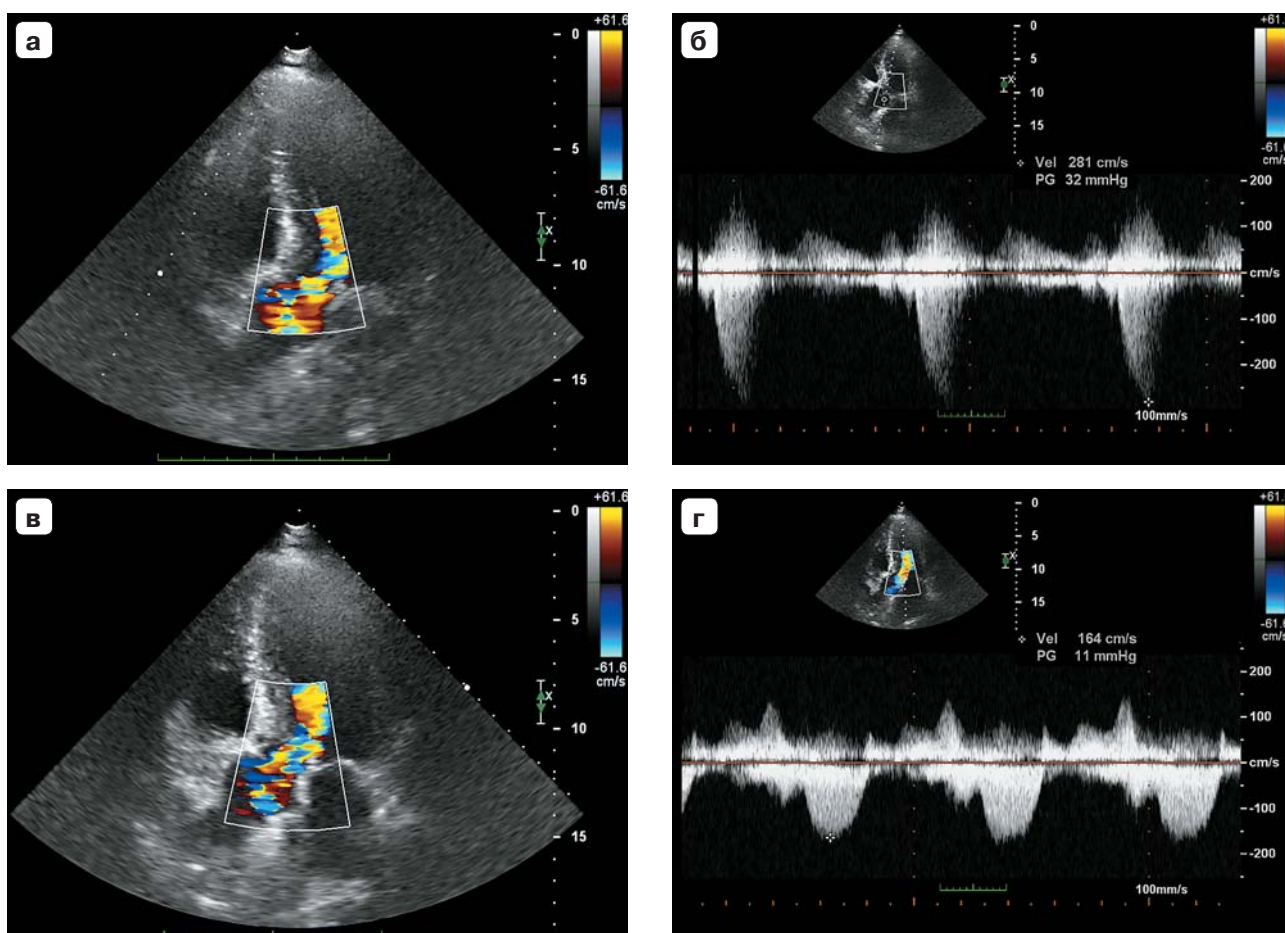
Эхокардиограмма через 1,5 мес (а, б) и 6 мес (в, г) после госпитализации. Апикальная пятикамерная позиция с цветовой доплерографией зоны ВТЛЖ в момент середины систолы ЛЖ (а, в). Непрерывноволновая доплерография потока крови в ВТЛЖ с расчетом его пикового градиента (б, г).
